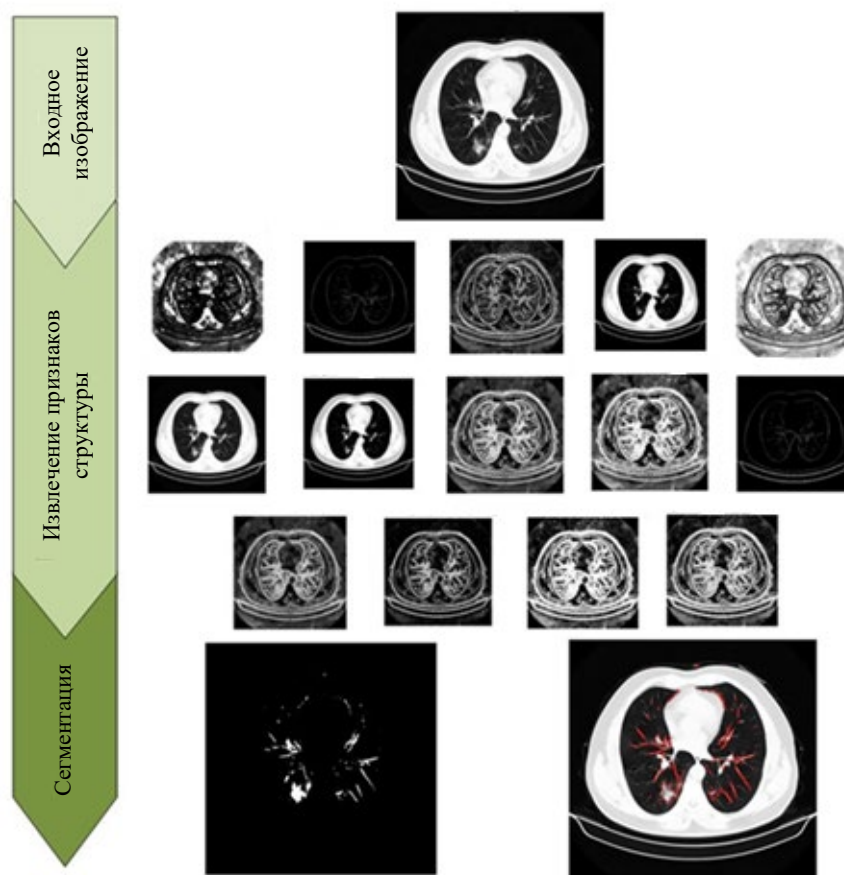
Извлечение признаков и сегментация изображения на входном КТ-скане грудной клетки
